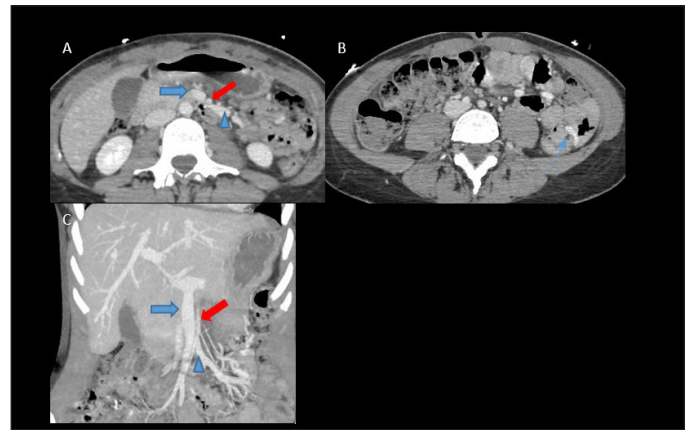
A y B Cortes axiales de TC de abdomen con contraste en fase venosa, C Corte coronal, AMS indicada con flecha gruesa roja, VMS con flecha azul gruesa y con cabeza de flecha azul vena yeyunal. A. Estenosis de VMS por compresión con la AMS y dilatación posterior; B. Variz en la submucosa yeyunal (flecha azul); C. Vena mesentérica superior comprimida por arteria mesentérica superior, visualizando después del cruce dilatación de la vena yeyunal.
